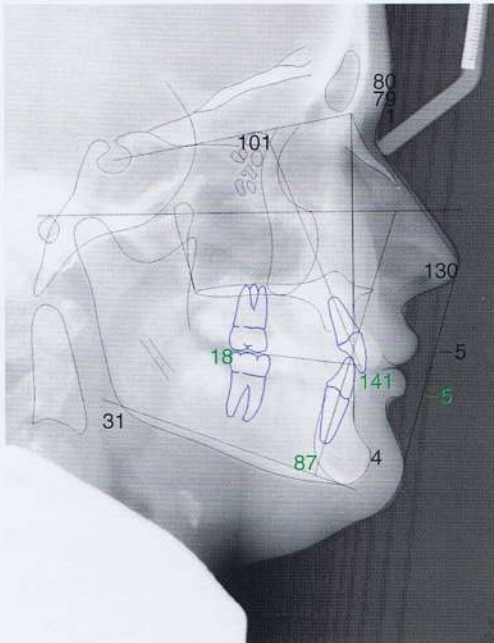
Caso 2. Radiografía cefalométrica lateral con trazado digital.
